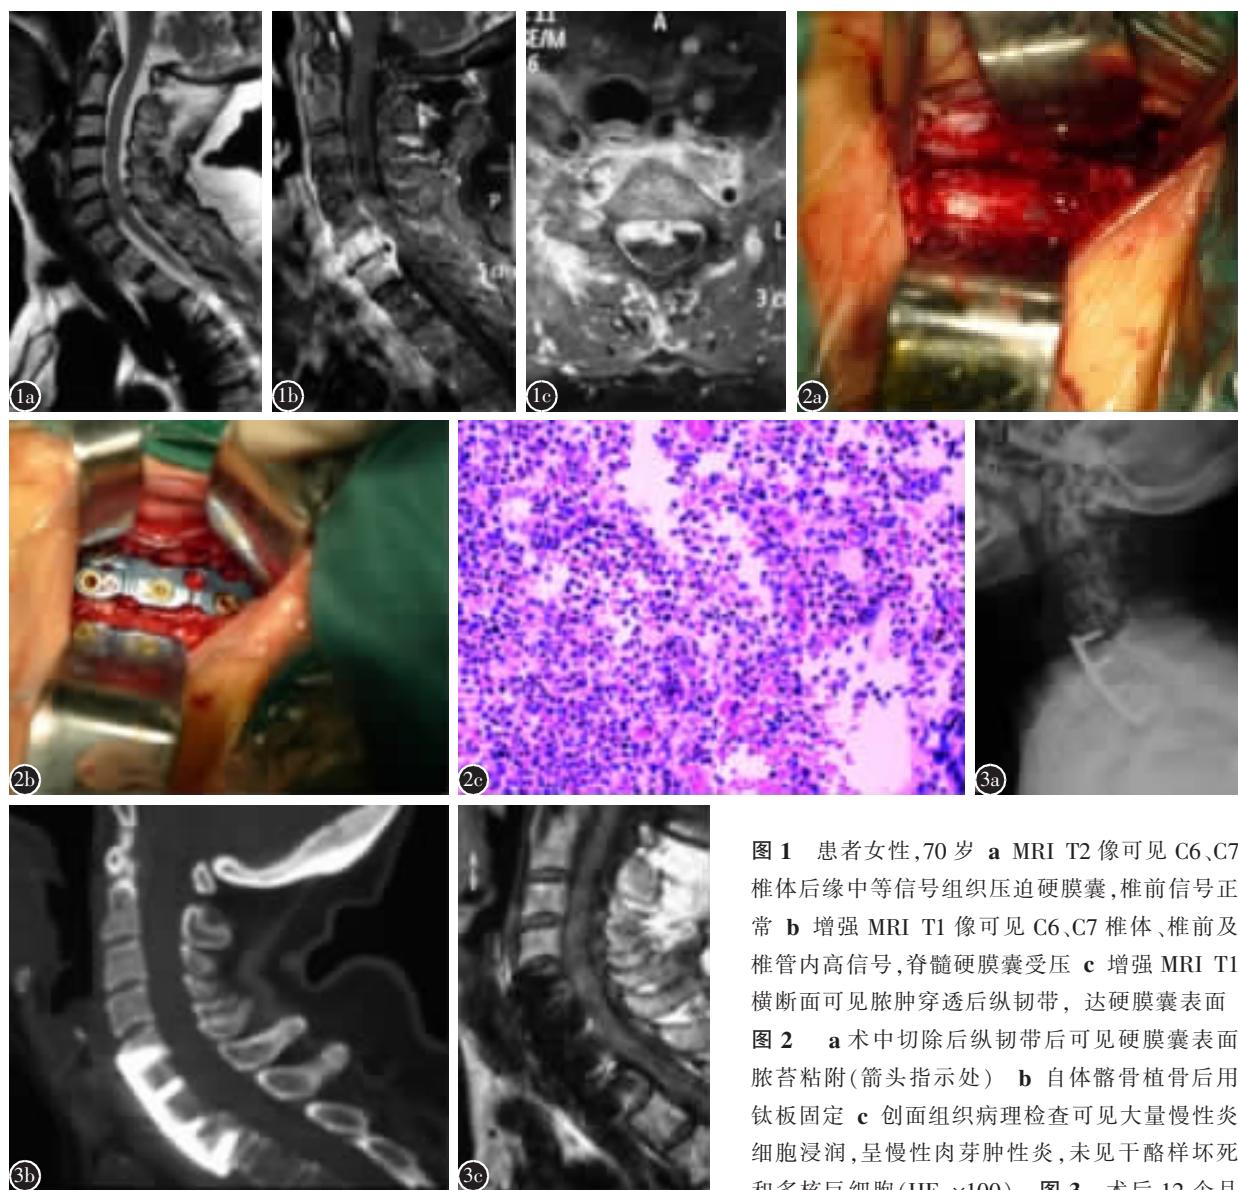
患者女性,70岁 a MRI T2 像可见 C6、C7 椎体后缘中等信号组织压迫硬膜囊,椎前信号正常 b 增强 MRI T1 像可见 C6、C7 椎体、椎前及椎管内高信号,脊髓硬膜囊受压 c 增强 MRI T1 横断面可见脓肿穿透后纵韧带,达硬膜囊表面
